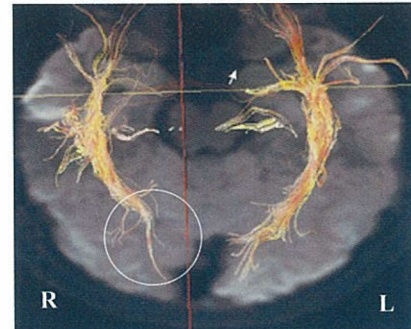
MRI tractography、右後頭葉白質線維の形成が不十分である(円内)
